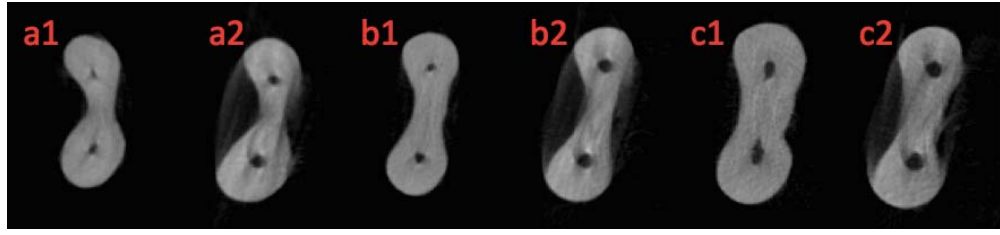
HyFlex EDM grubundan bir örneğin 3 mm (a), 5 mm (b) ve 7 mm (c)'de işlem öncesi ve işlem sonrası μ BT görüntüsü
